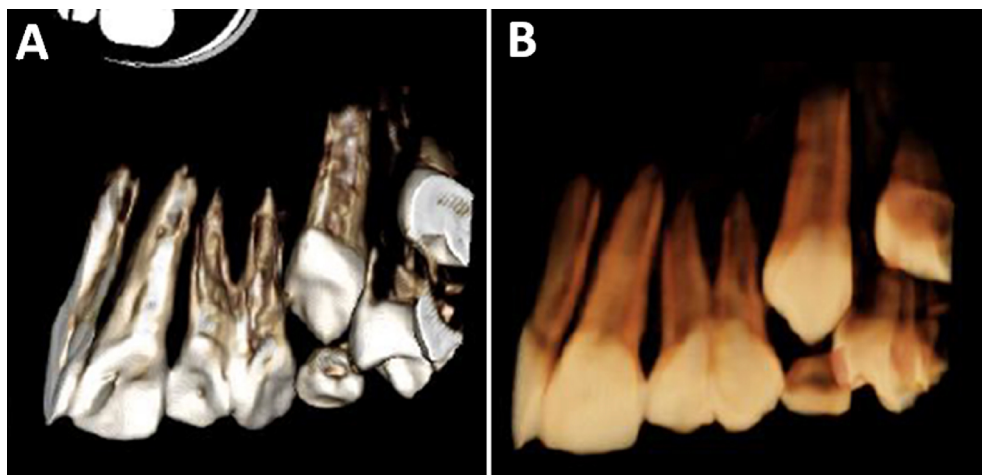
Tomografía cone beam de la zona anterior superior izquierda donde se observa maduración de los dientes estadio 10 de Nolla tanto en A. Vista palatina como en B. Vista vestibular de esta zona
